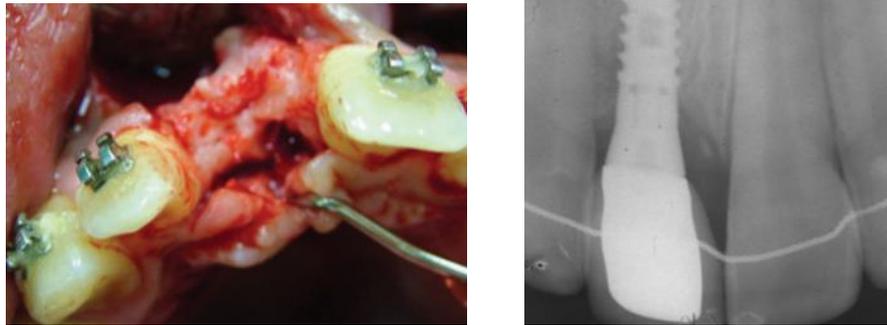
Photographie et radiographie du site d'implantation après la procédure de décoronation de la 11. La crête a bien été préservée ce qui a permis de réaliser la pose de l'implant sans ajout de biomatériaux. Tirée de l'article de Sapir et coll. (40).
